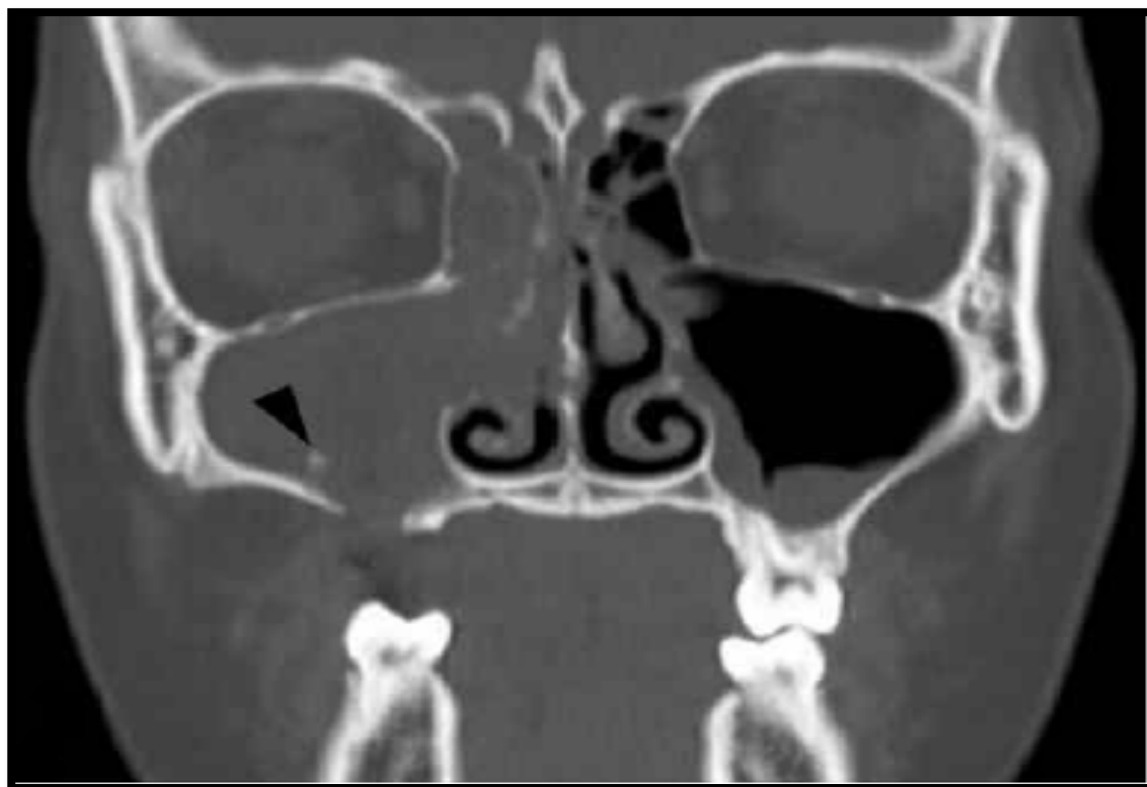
la TDM montre la CBS droite, comblement du sinus maxillaire et un fragment dentaire (tête de flèche).
